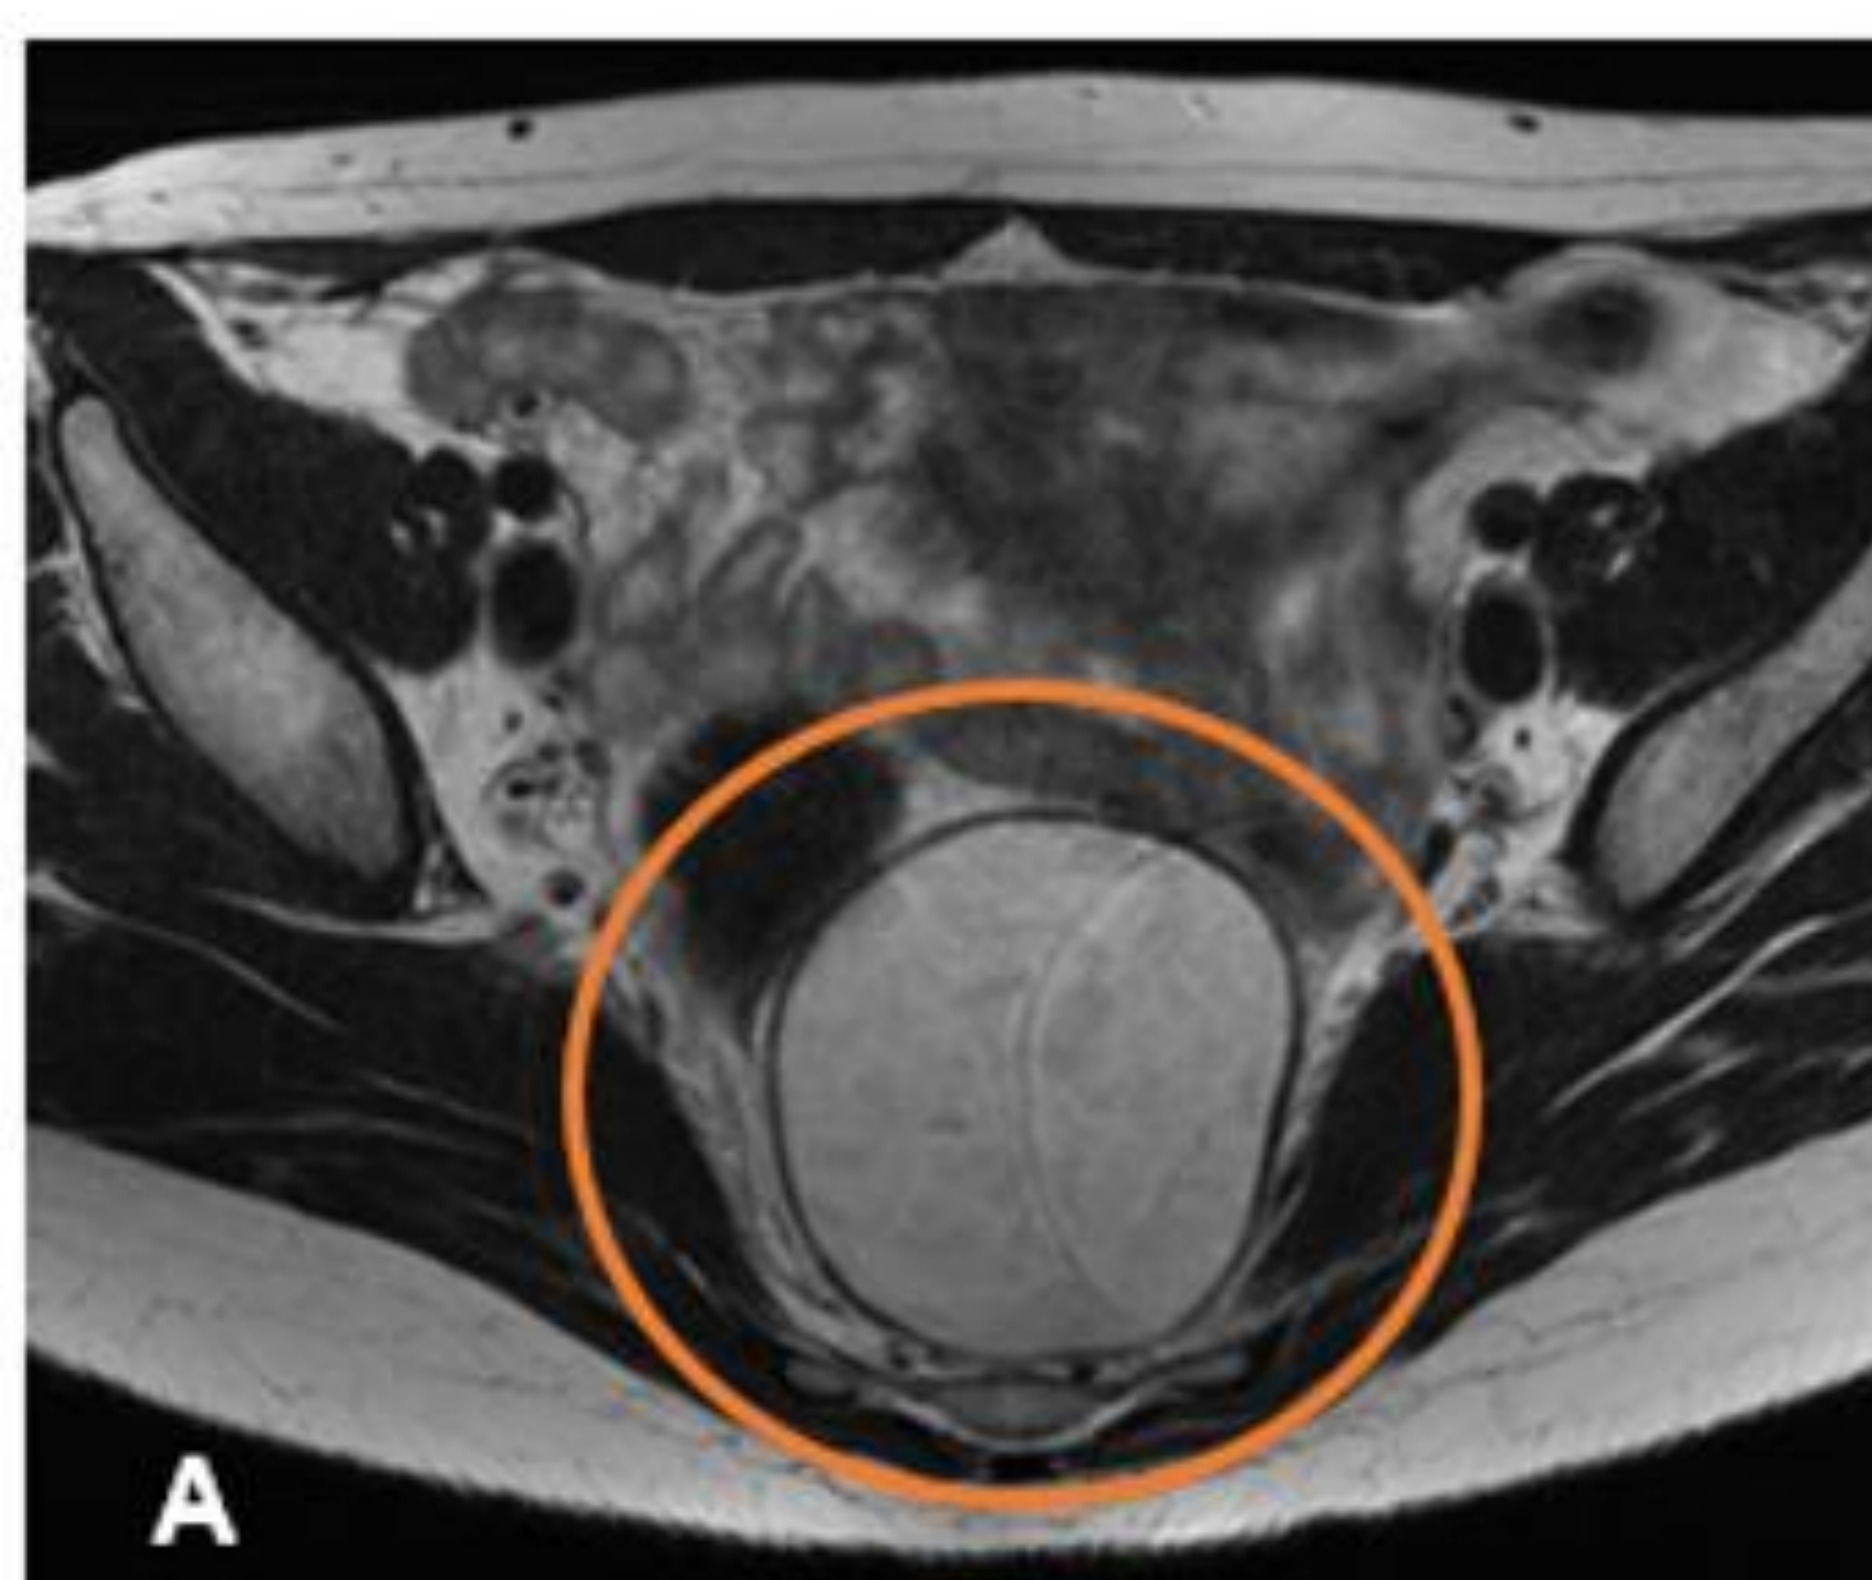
Hamartoma quístico retrorrectal, imágenes de RM potenciadas en T2 (A, plano axial; B, plano sagital; C, plano coronal). Lesión retrorrectal quística multitabicada, con señal discretamente inhomogénea, cápsula definida, sin signos de infiltración locorregional (círculos naranjas). Como hallazgo incidental, quistes de Tarlov en la región sacra
